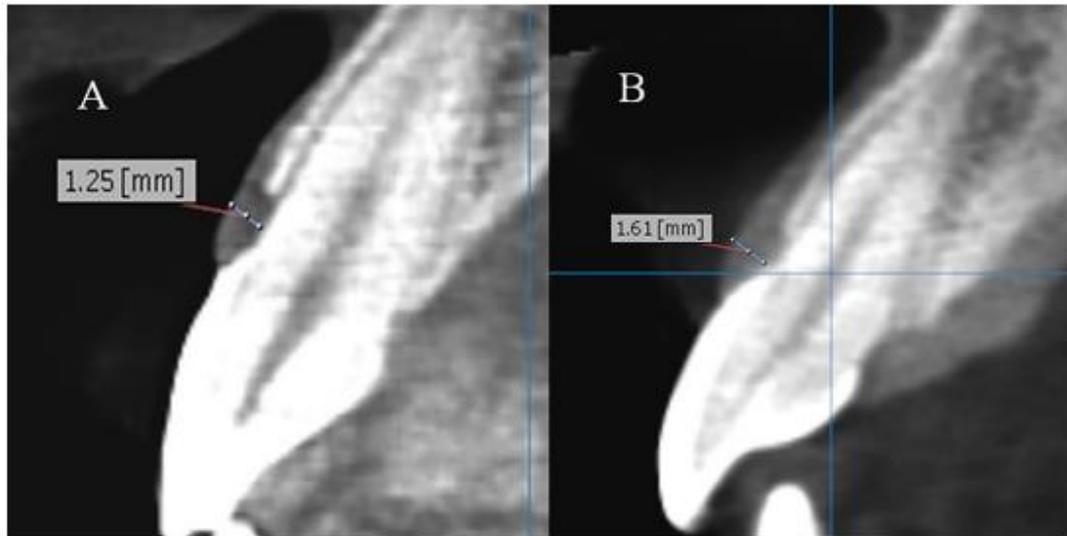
Corte croseccional de una tomografía computarizada de haz cónico de dos incisivos superiores donde se observa un menor volumen gingival (A) en comparación con otro corte (B) tomada de: Amid, R., Mirakhori, M., Safi, Y., Kadkhodazadeh, M., & Namdari, M. Assessment of gingival biotype and facial hard/soft tissue dimensions in the maxillary anterior teeth region using cone beam computed tomography. *Archives of Oral Biology*, 79, 1–6 (2017).
